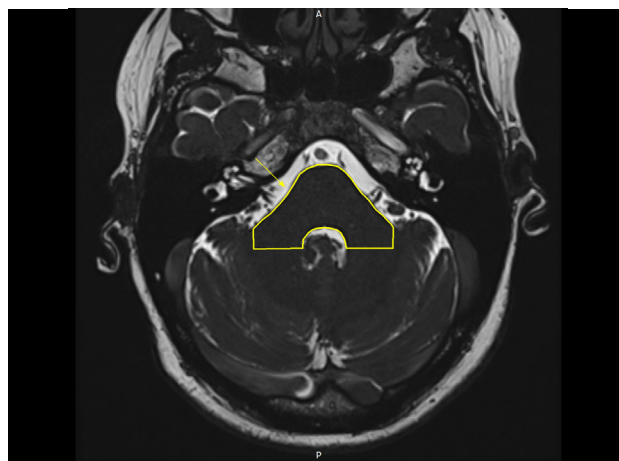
Imagen transversal de resonancia magnética ponderada en T2, utilizando la secuencia CISS (*Constructive Interference in Steady State*).
